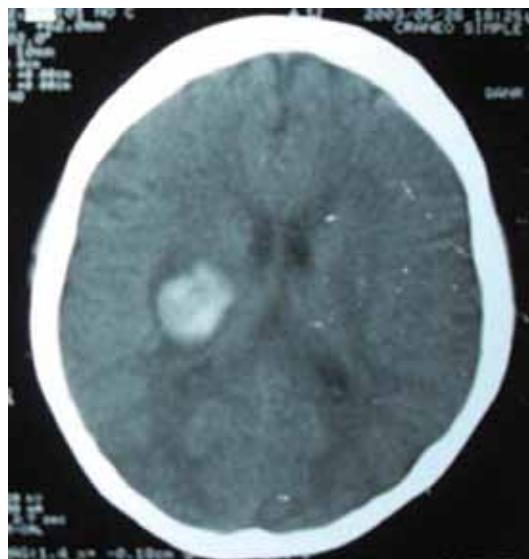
TAC de cráneo con infarto talámico derecho con transformación hemorrágica, lesión redonda hiperdensa que involucra el brazo posterior de la capsula interna
